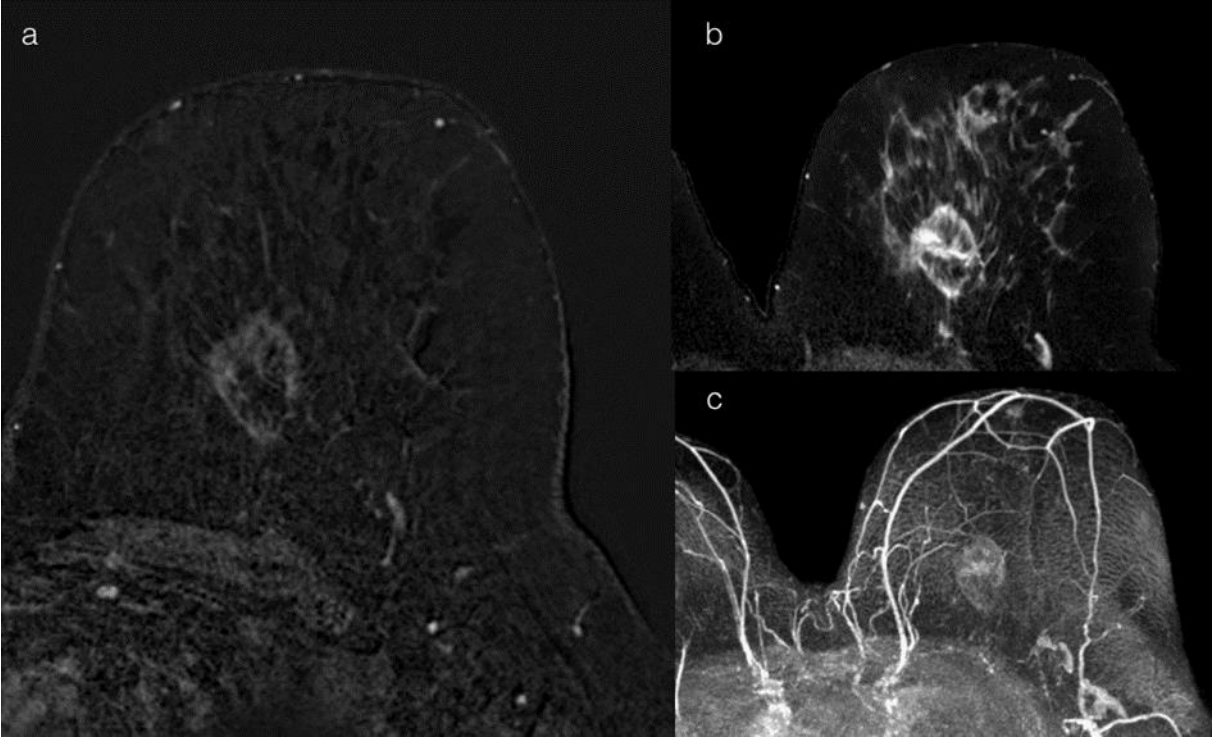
Images obtained before cryoablation : (a) Hypoechoic lesion (b,c,d) Breast-MRI shows the primary lesion (axial T2-weighted, contrast-enhanced T1-weighted fat suppression and MIP).
